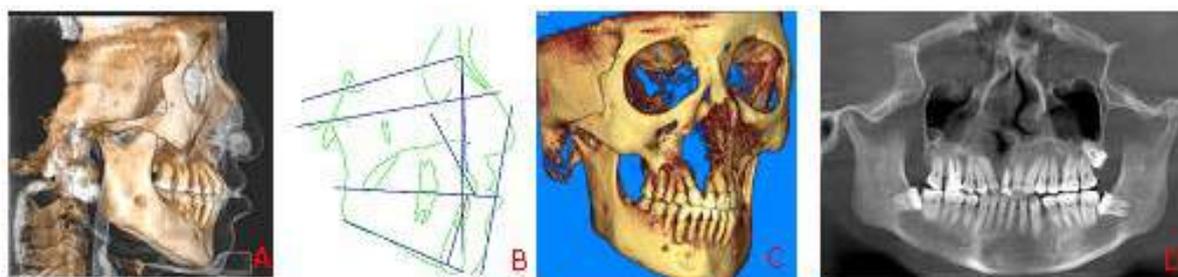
Paciente luego de 18 meses de tratamiento, A, C. imagen TCCB, B.cefálica lateral con trazado cefalométrico Steiner y D. Radiografía panorámica.
